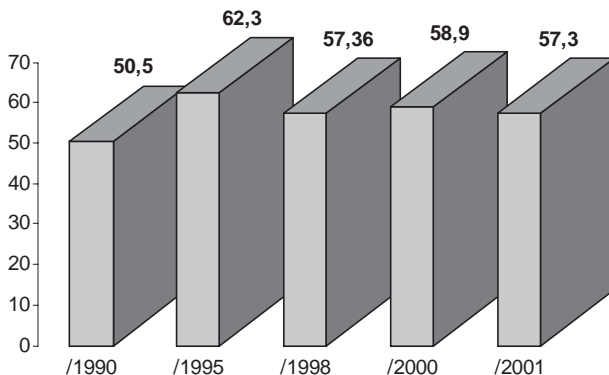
Evoluția mortalității persoanelor vîrstnice în RM (‰) (1990—2001)*
